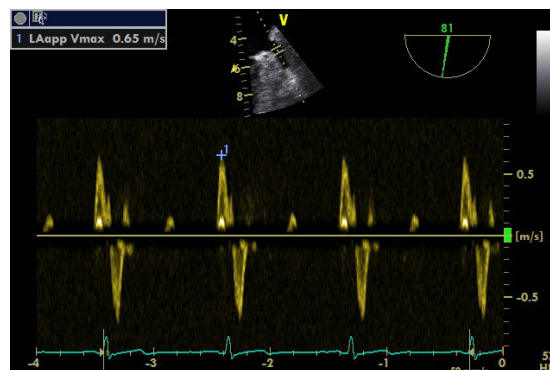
Ecocardiograma transesofágico. Velocidad sistólica de orejuela auricular izquierda con Doppler pulsado.
